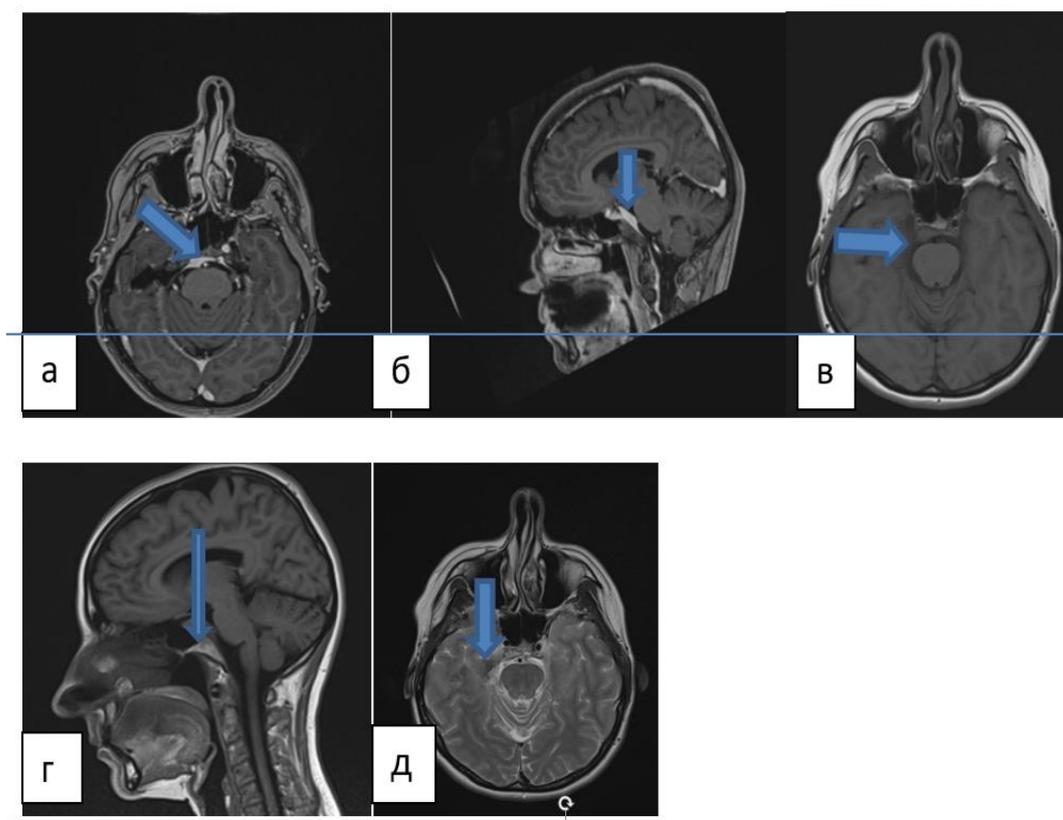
Пациентка М. (49 лет): МРТ головного мозга (индукция магнитного поля – 1,5 Тл, толщина среза – 5,0 мм; 1,0 мм) с контрастным усилением (Омнипак, внутривенное введение):
